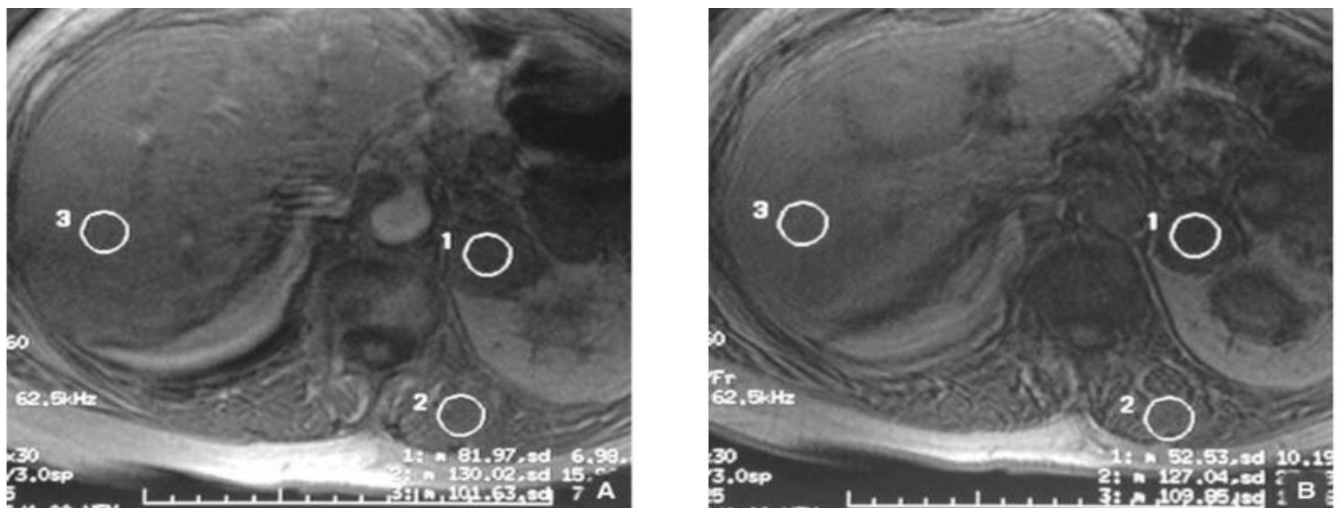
Imagerie par résonance magnétique (IRM) d'un adénome surrénalien.
